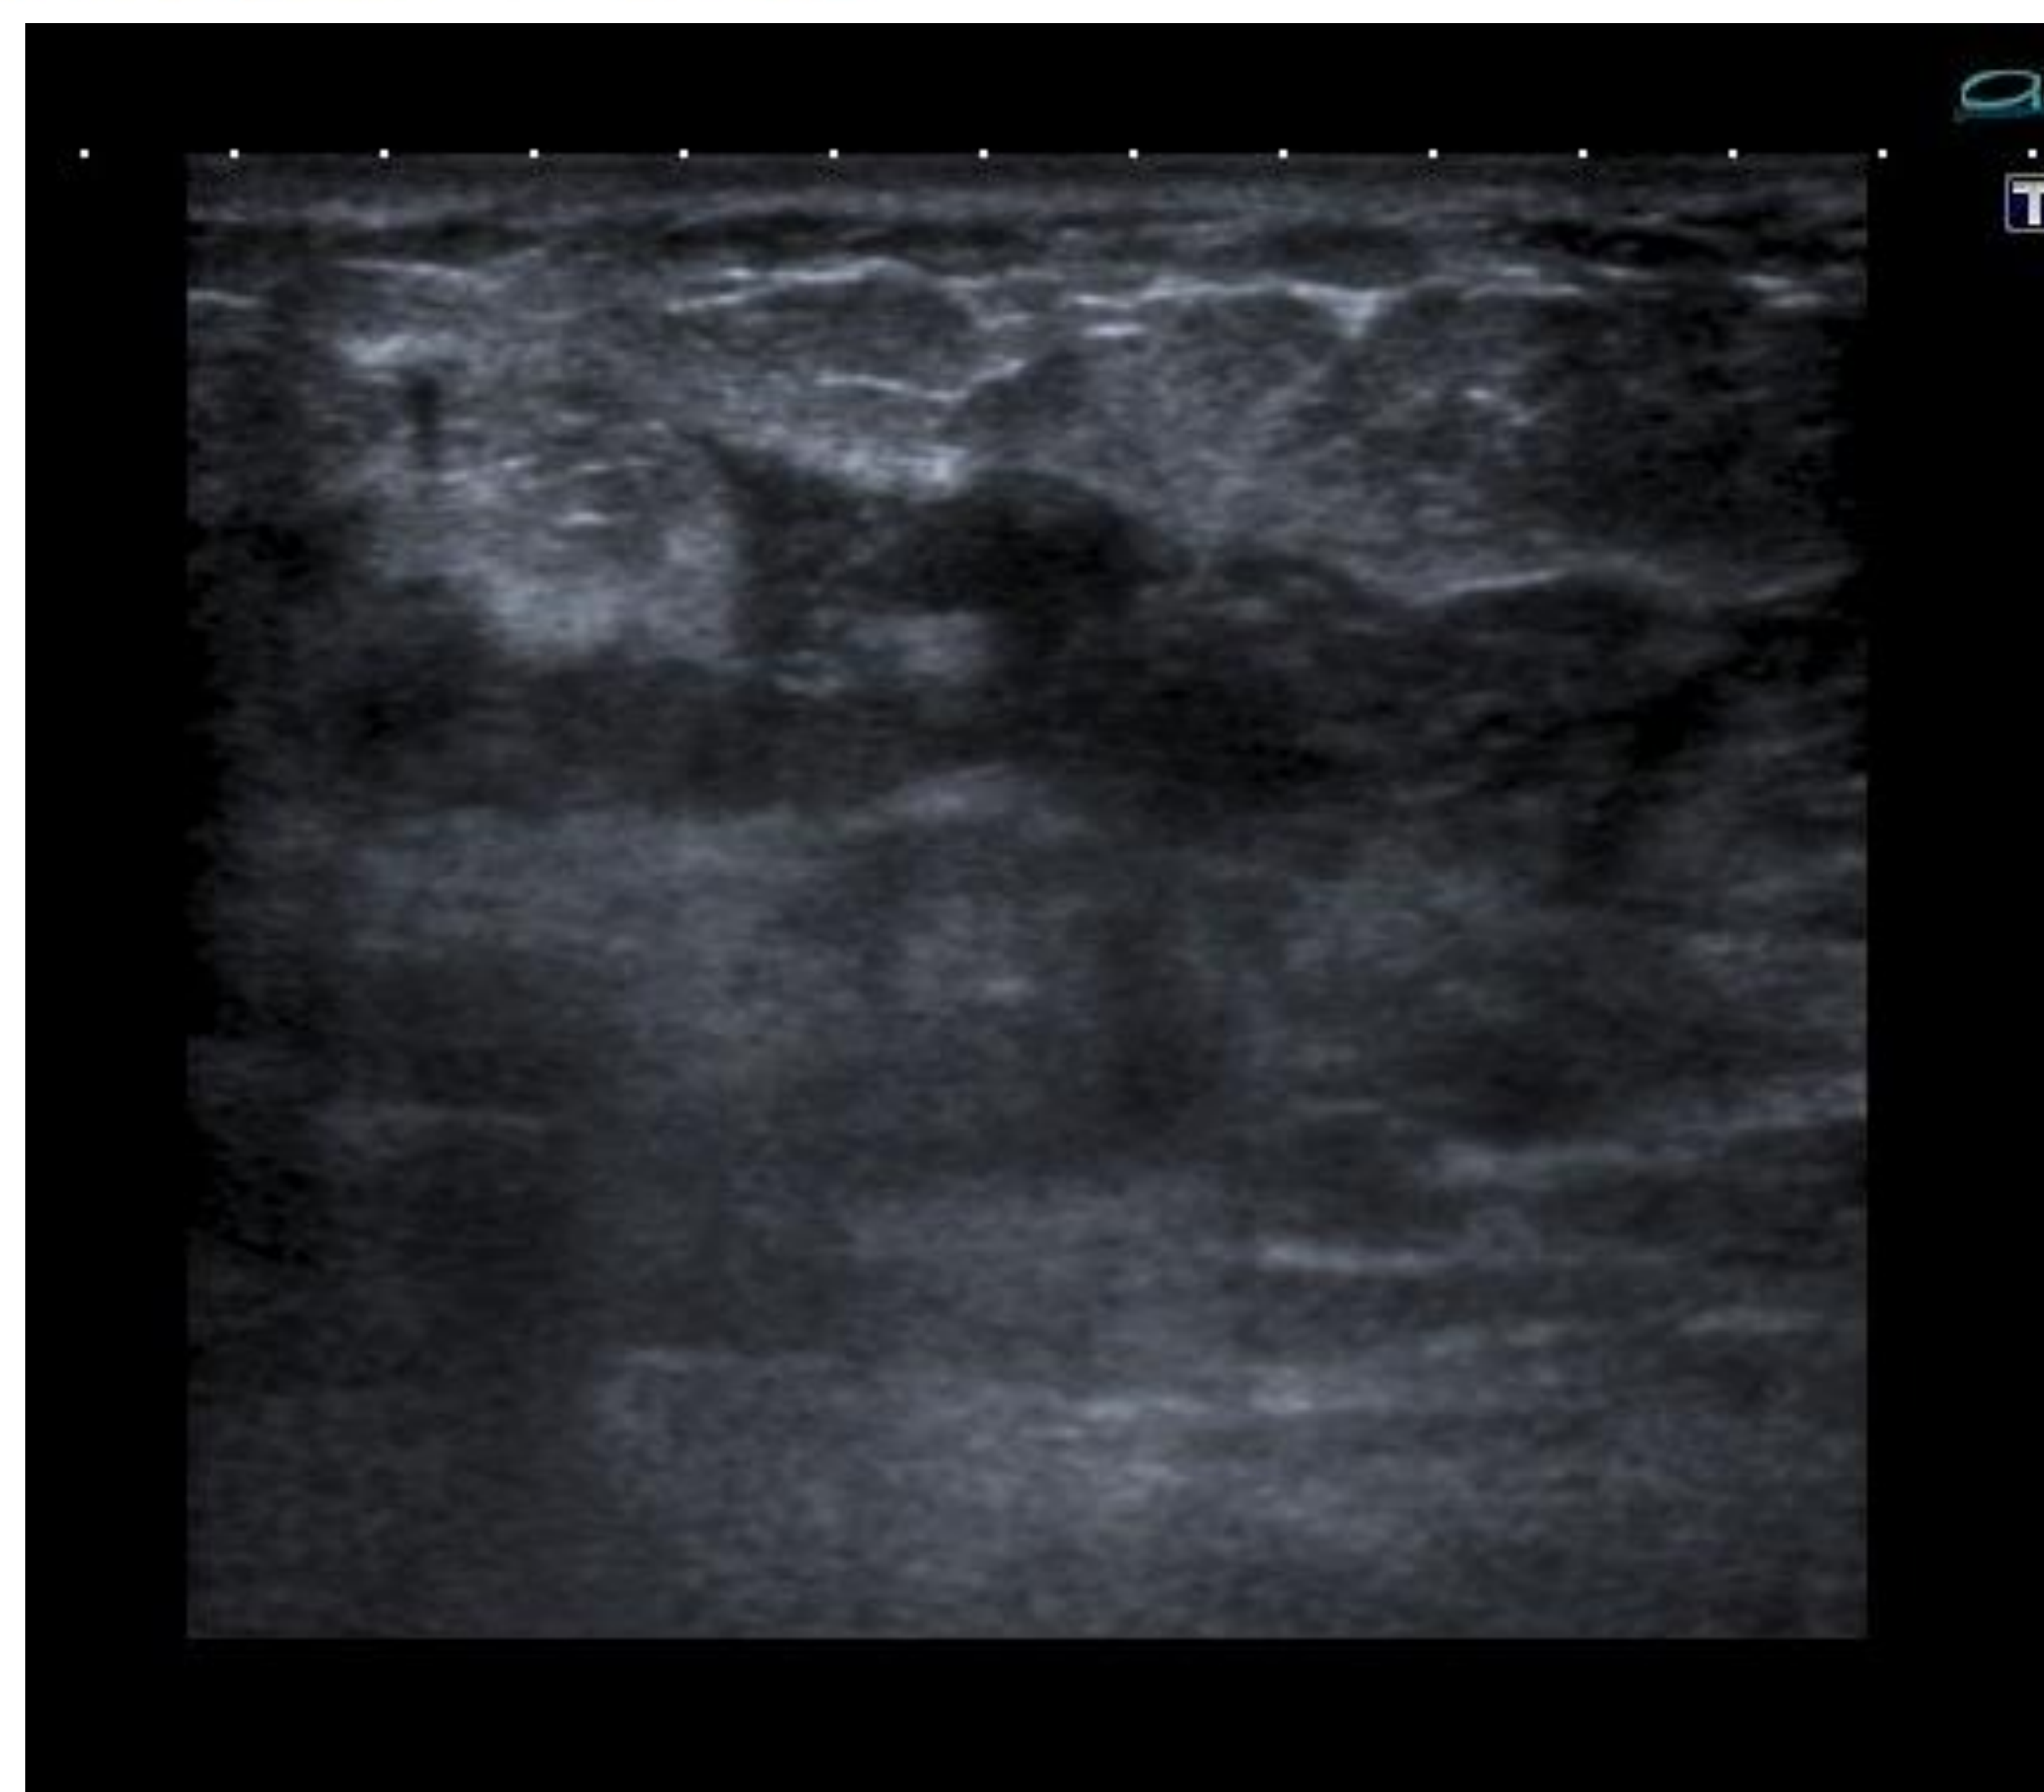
Ecografía de la paciente anterior. Se observan áreas hipoeoicas irregulares. Se realizó BAG con resultado de mastitis granulomatosa.
